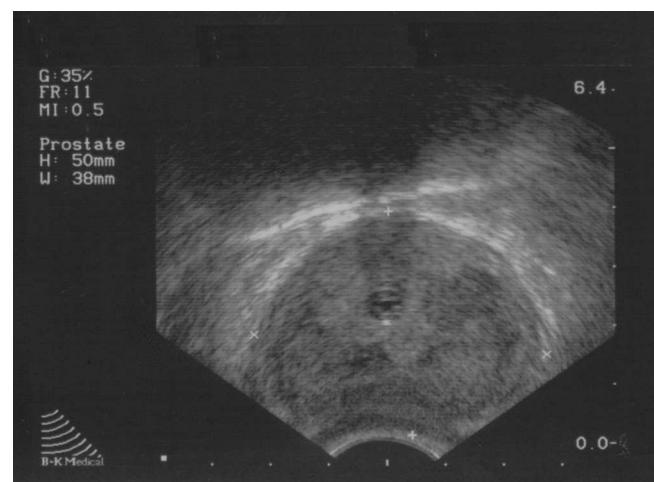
Imagen prostática mediante ecografía transrectal, donde se visualizan áreas hipoecoicas difusas.
